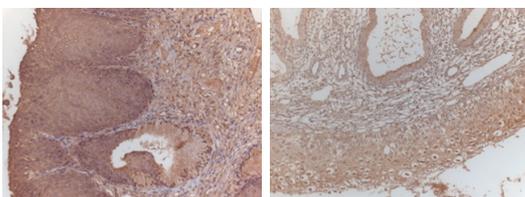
TNFα 左 CT(+), 右 CT(-)
